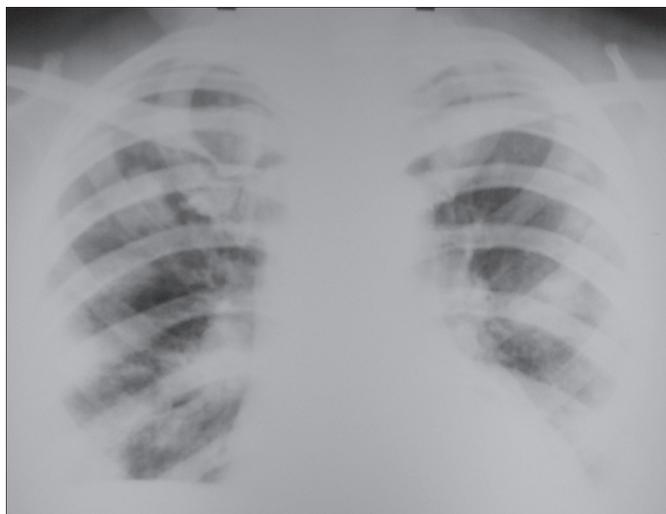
Рентгенограмма больной 52 лет, госпитализированной в ОРИТ. Диагноз: стафилококковый сепсис, острая дыхательная недостаточность. Множественные очаговые тени в сочетании с двусторонней инфильтрацией.
